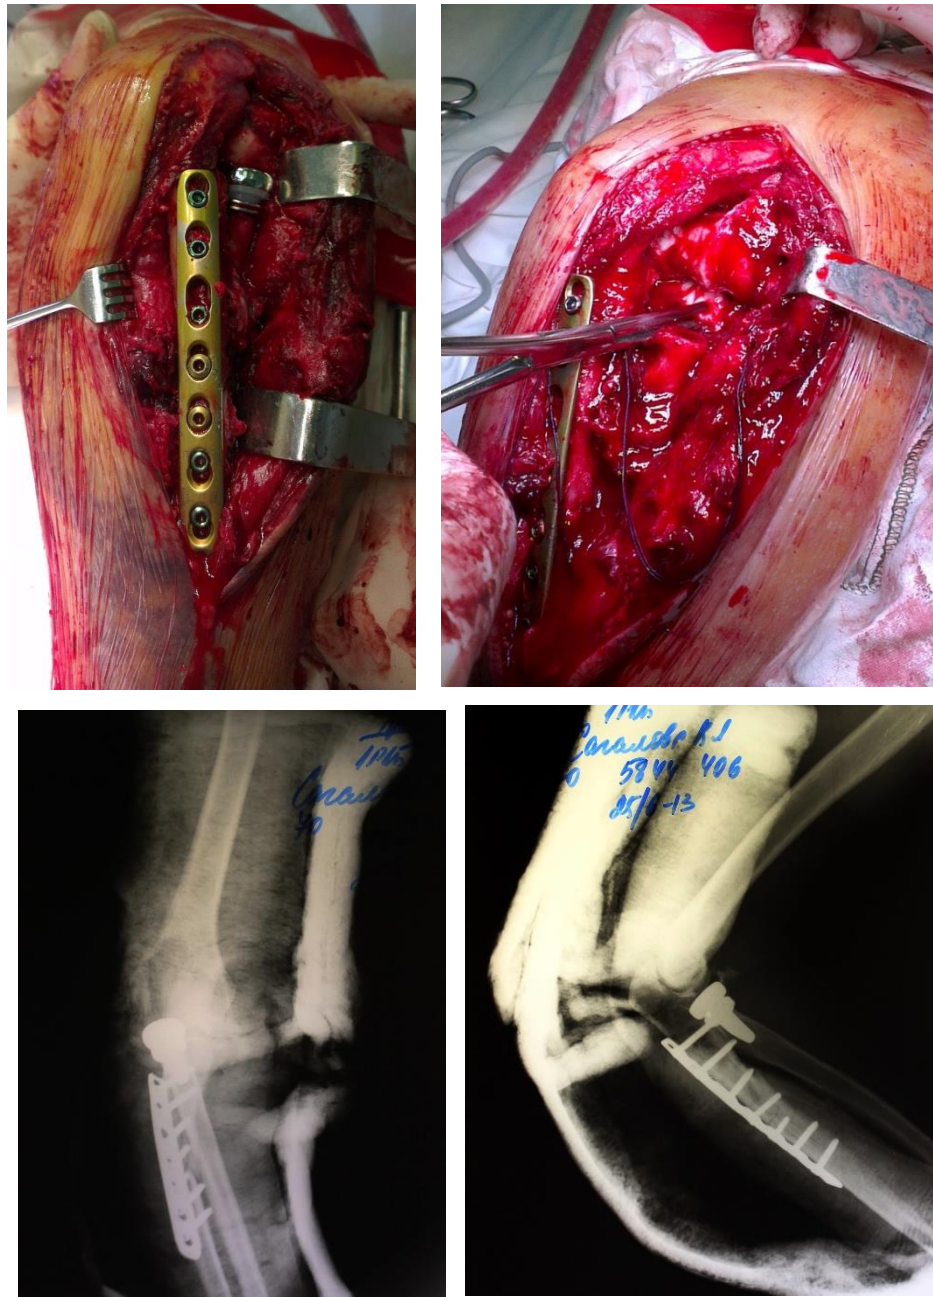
Интраоперационные снимки и рентгенограммы больной С. после операции
